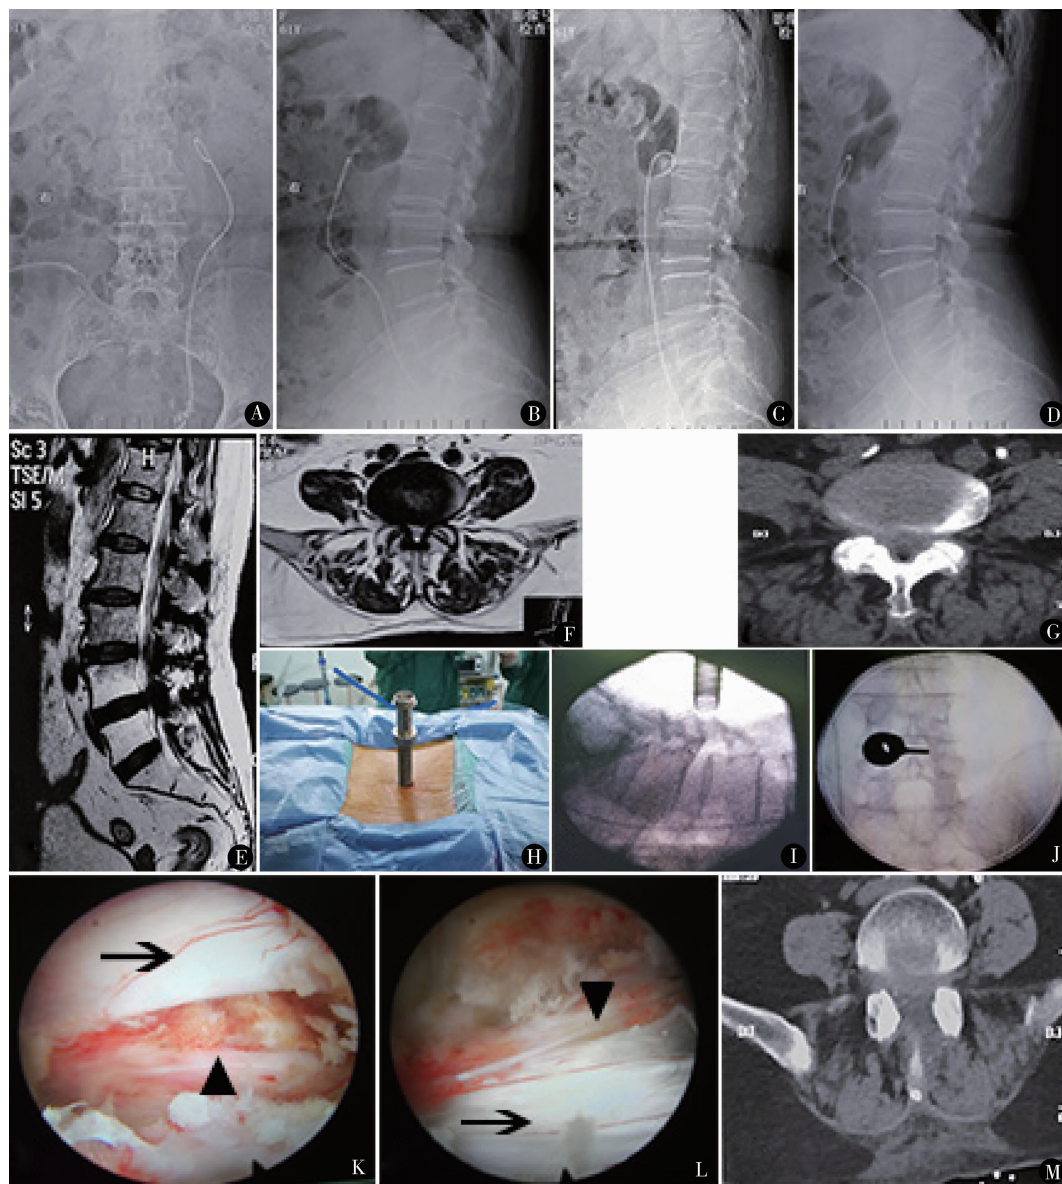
女,60岁,因双下肢放射痛、麻木3年入院。左侧症状较重,诊断为腰椎管狭窄症($L_4\sim_5$),既往曾因输尿管狭窄行左侧输尿管支架置入术 A~G。 $L_4\sim_5$ 水平黄韧带增厚、椎间盘突出、小关节增生、椎管狭窄,未见明显腰椎失稳;H~J.术中放置工作通道,位于 $L_4\sim_5$ 左侧椎间隙;K~L.术中硬膜囊及双侧神经根减压彻底(→为硬膜囊,▲为左侧 L_5 神经根,▼为对侧 L_5 神经根);M.术后第2天复查CT,左侧 L_4 下关节突、椎板下缘磨除范围满意,减压彻底
